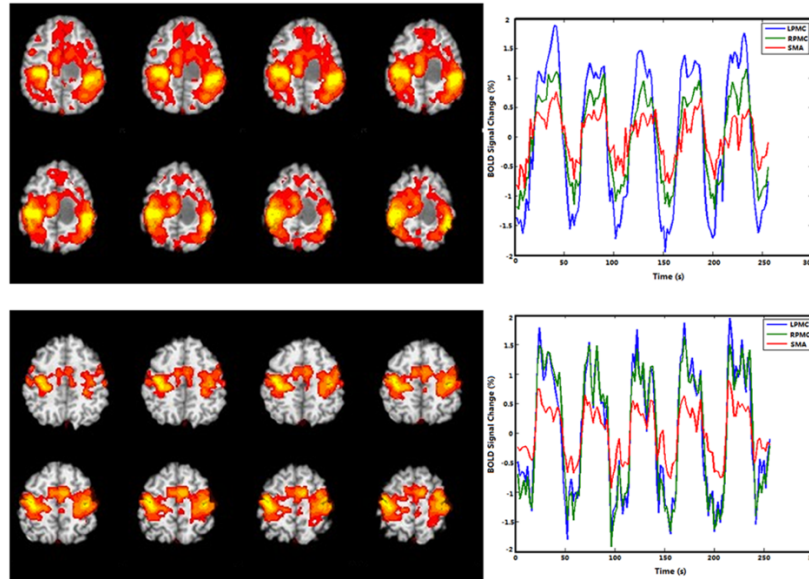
Ejemplo de mapas de activación de resonancia magnética funcional BOLD y cursos temporales de señal BOLD en la corteza motora primaria izquierda, corteza motora primaria derecha y área motora suplementaria durante una tarea motora en un único paciente con glioma y un sujeto de control sano. BOLD, dependiente del nivel de oxígeno en sangre. [10]
